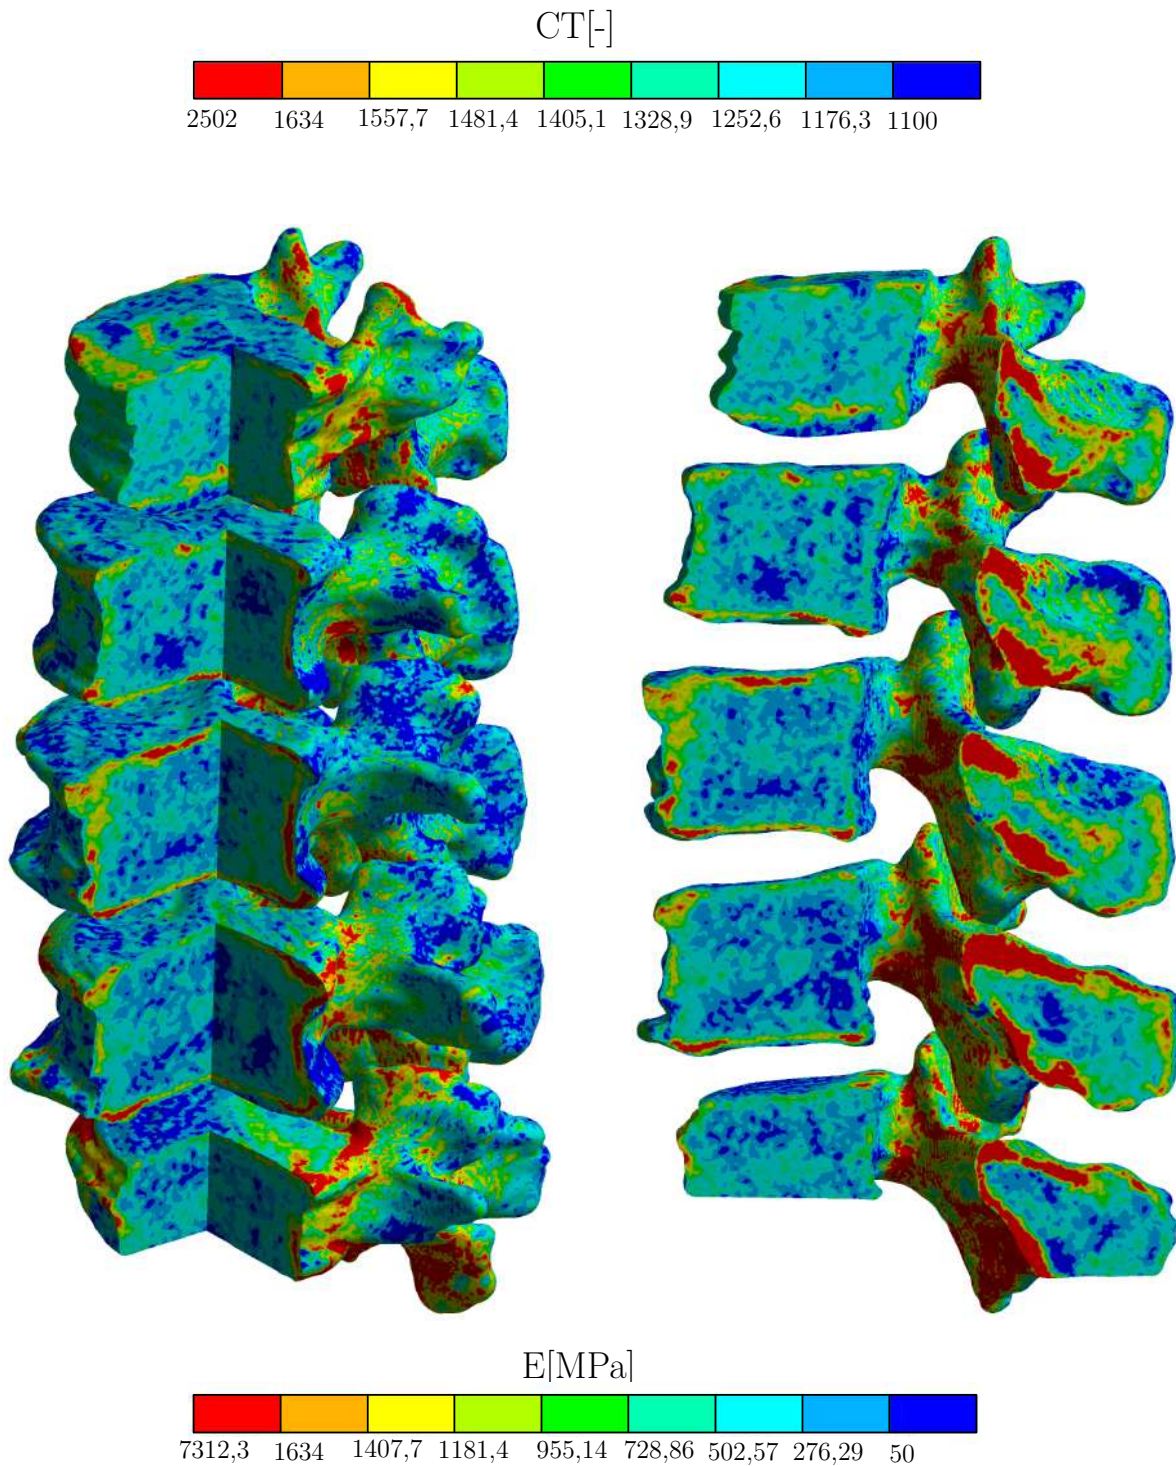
Rozložení CT čísel
